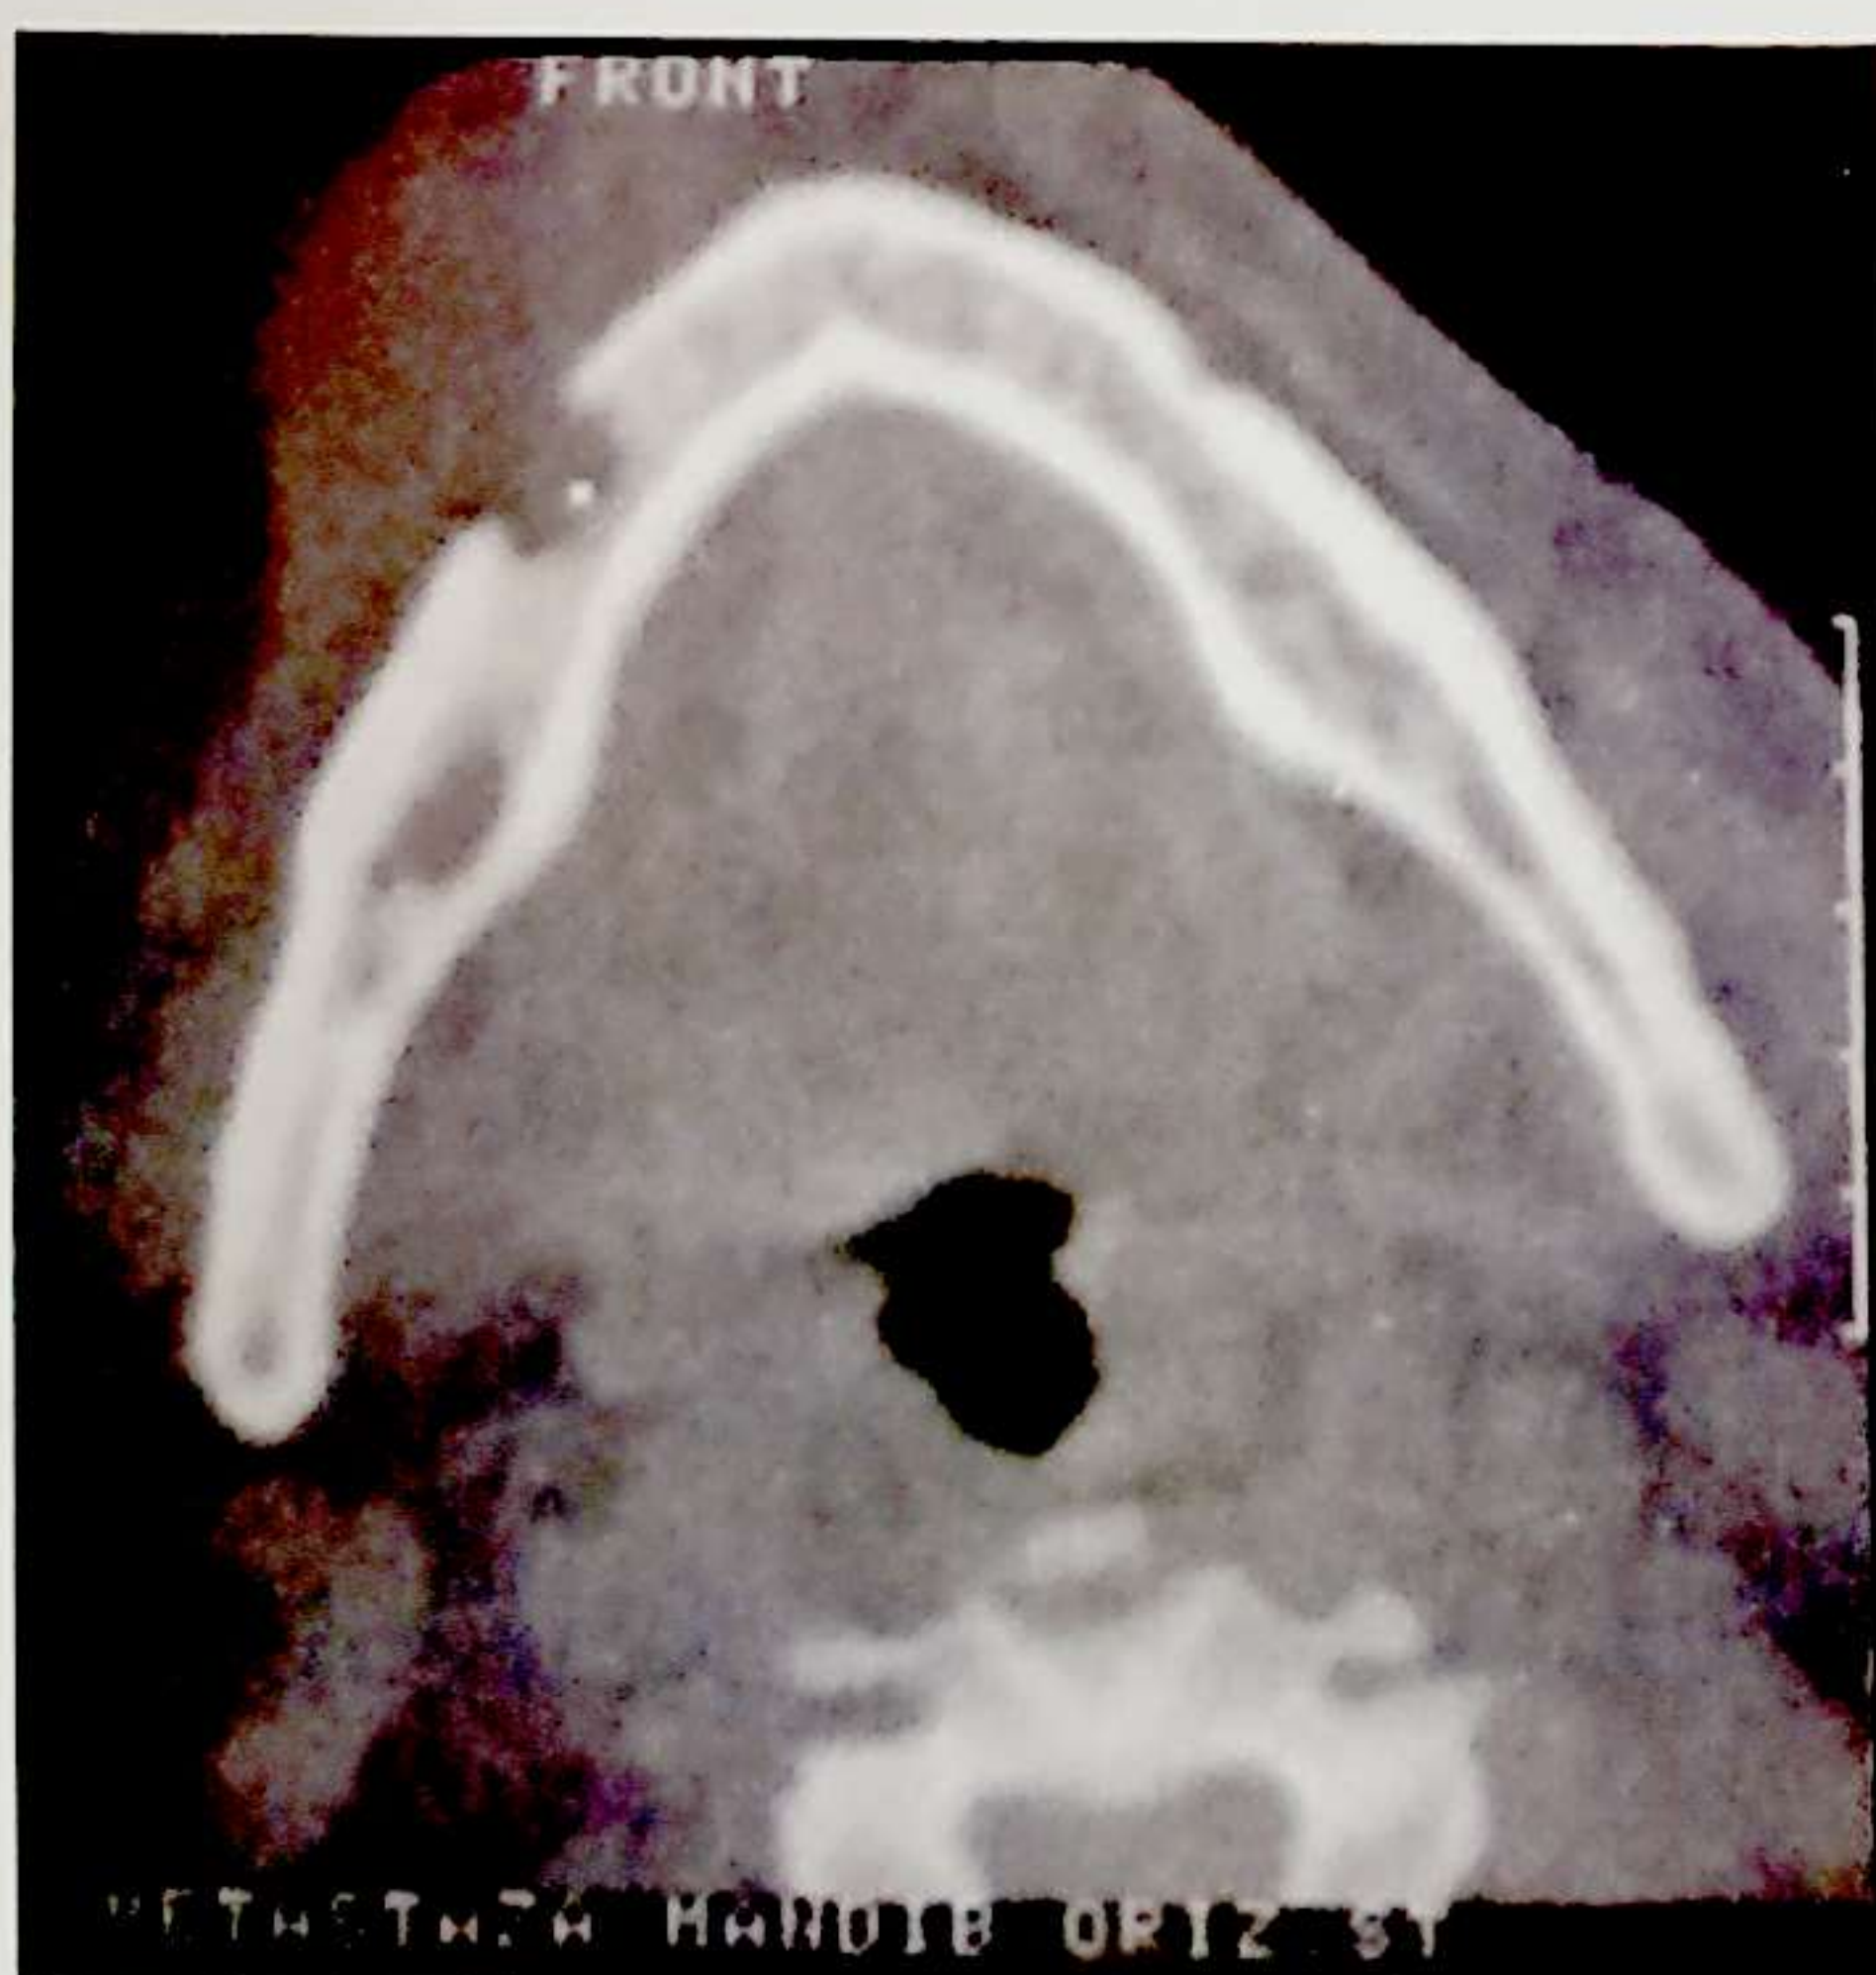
Carcinomul de buză cu invazia directă a mandibulei- aspect CT
